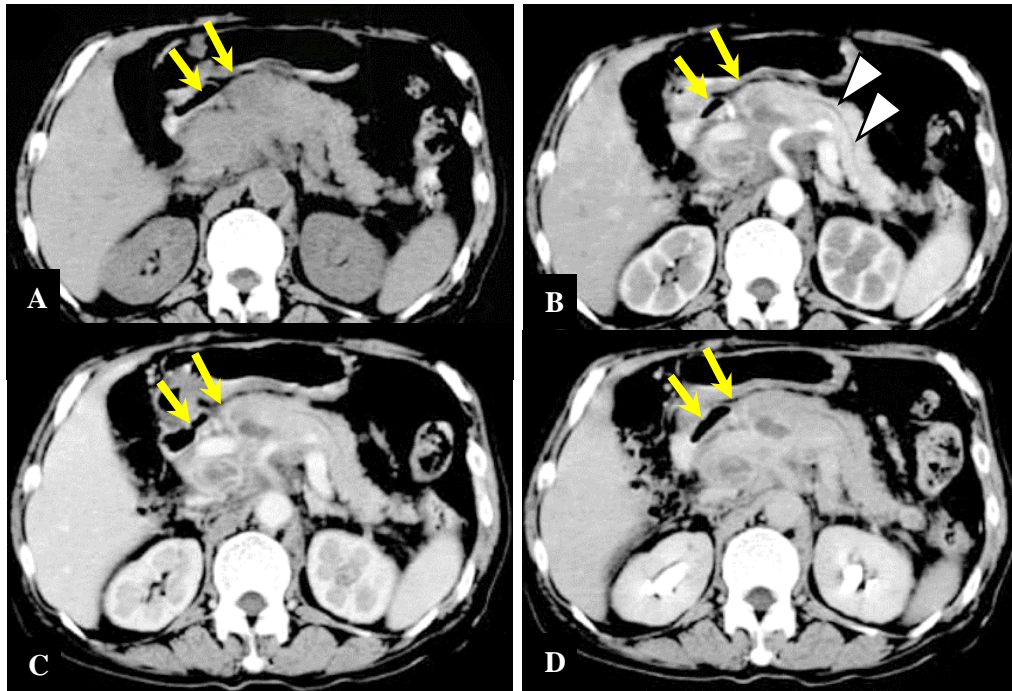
Tuberculose pancréatique avec adénopathies rétro-péritonéales. Coupes TDM axiales objectivent une masse de la tête et l'isthme du pancréas (flèches), hypodense (A), de rehaussement hétérogène à la phase artérielle (B), plus prononcé à la phase veineuse (C) avec un lavage tardif (D). Les vaisseaux sont engainés par la masse mais non envahis. Absence de dilatation bilio-pancréatique (têtes de flèches) (278).
